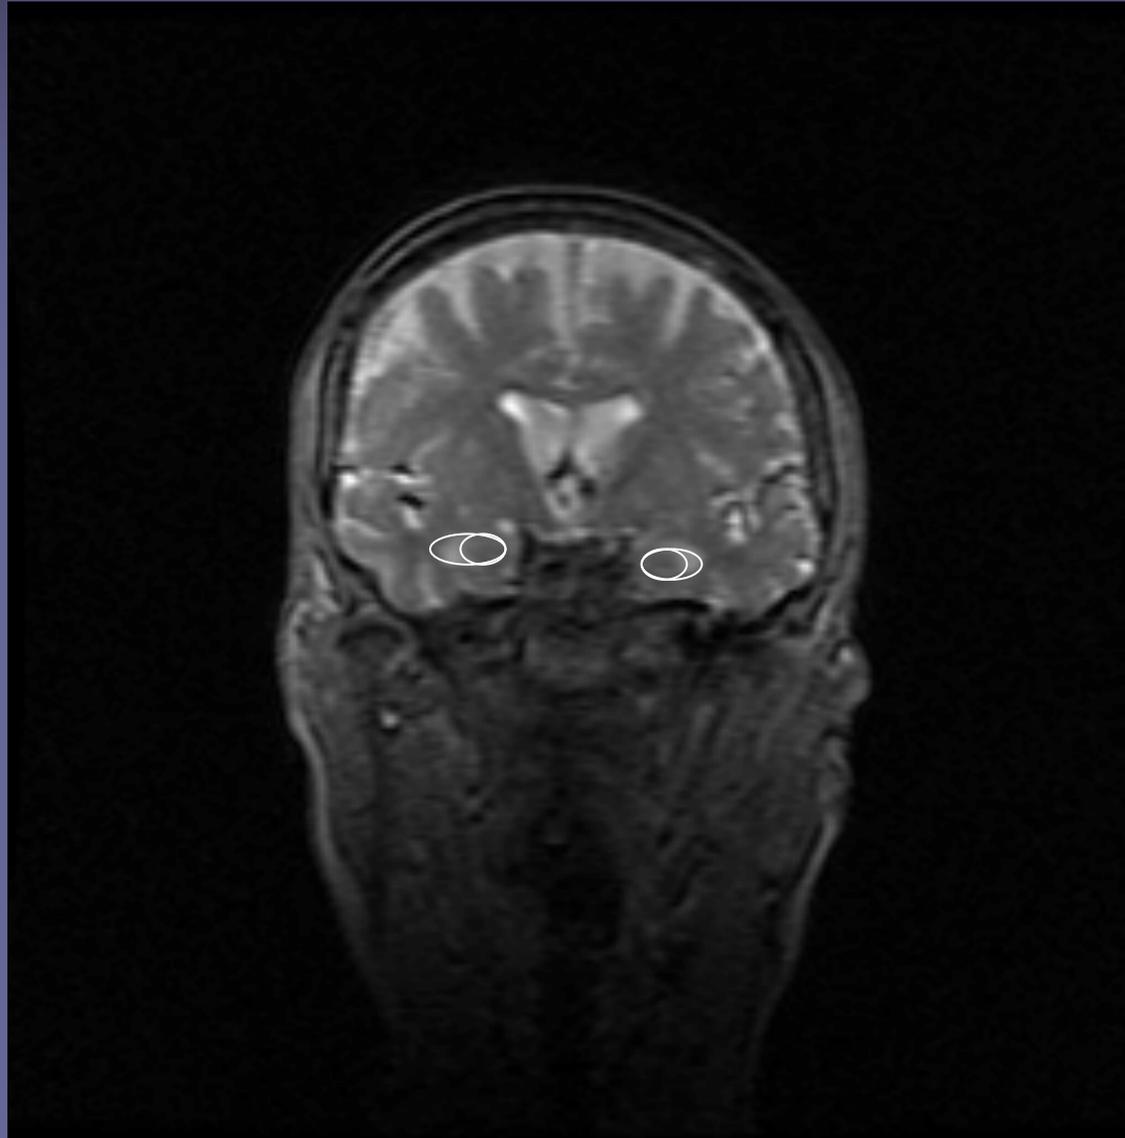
Imagerie : IRM Non contributive, « normale pour l'âge »
